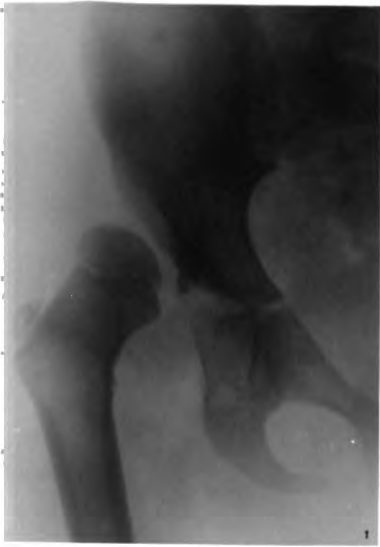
Chronische Coxitis mit erheblicher Knochenatrophie. 58jährige Frau. Eltern früh gestorben, ein Bruder an Schwindsucht gestorben, zwei Geschwister sollen gesund sein. Fünf Kinder gesund, je eins an Diphtherie und Krämpfen gestorben. Pat. war bis vor zwei Jahren gesund, dann Schmerzen im r. Bein, im Knie, nach der Hüfte zu und im Schienbein; keine Bettruhe. Salzwasserbäder. Die ersten Schritte nach Sitzen oder Liegen seien die schwierigsten. — Starker Panniculus adiposus am ganzen Körper; Gang nach rechts geneigt, immer etwas einknickend. R. Bein nicht abgemagert, Knie vollständig beweglich. Höherstand des r. Trochanters nicht sicher nachzuweisen; 1 cm Verkürzung. Bewegung im Hüftgelenk gleich Null. Klinische Diagnose: Alte Coxitis (tuberculosa?). Radiogramm, dorsal, direkt, bei 45 Grad auswärts rotiertem Fuss: Hochgradiger Kalkmangel aller Knochen, vollständig verstrichener Gelenkspalt. Kontur des Kopfes scheint stellenweise leicht unterbrochen. Der radiographische Befund lässt offen, ob ausheilende milde tuberkulöse Coxitis, oder schwere rheumatische Versteifung oder gar ein gonorrhöischer Prozess vorliegt. Jedenfalls sind die Gelenkknorpel vollständig verschwunden.
